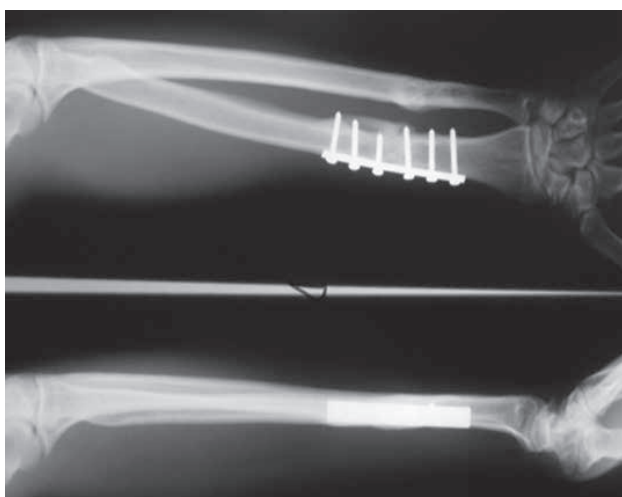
Radiographie après ablation de broche
